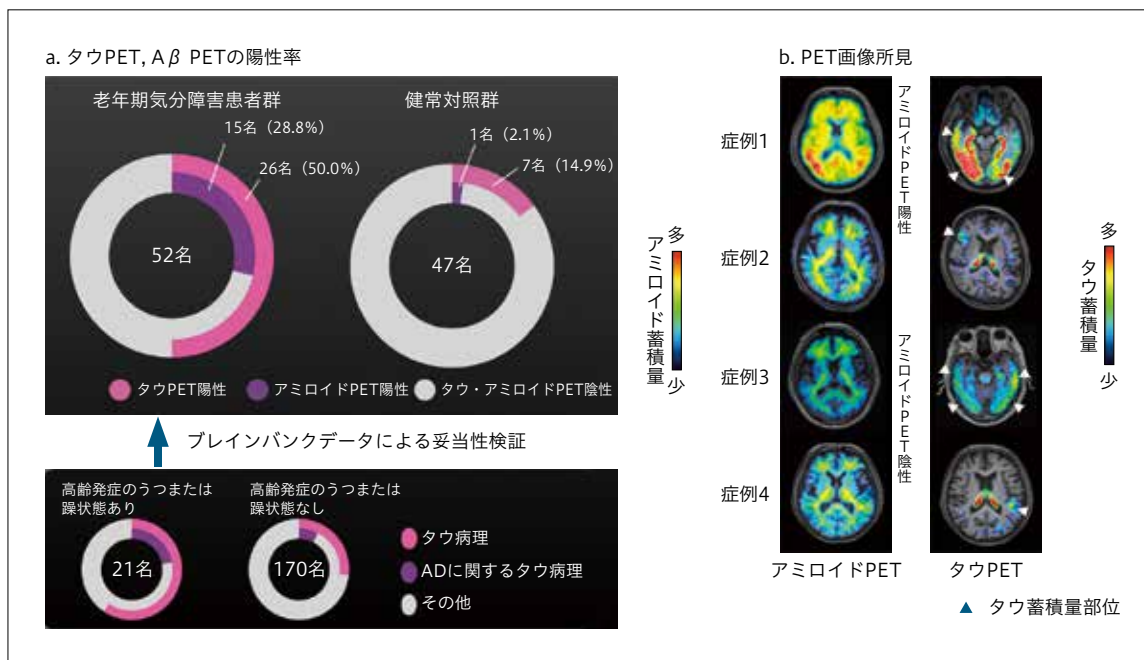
AβおよびタウPETによる老年期気分障害の背景病態の検討
